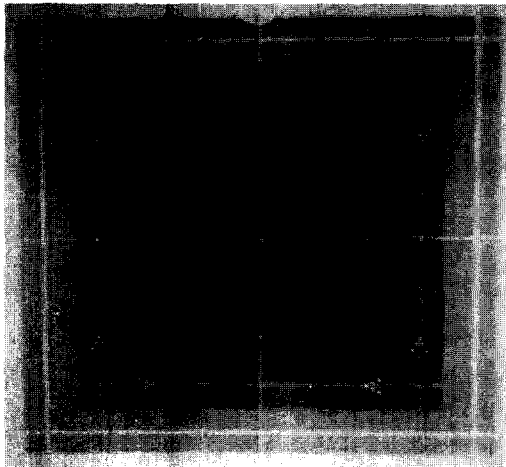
Result of x-ray/light beam alignment test.
